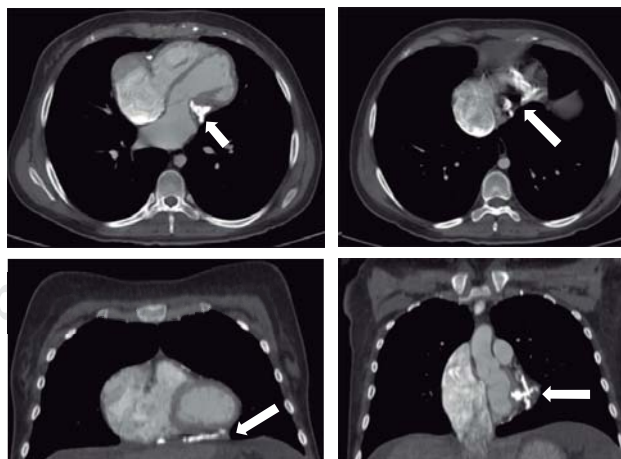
Tomografía de tórax complementaria a la de abdomen para corroborar la presencia de calcificaciones pericárdicas; las dos imágenes superiores en plano axial y las dos inferiores en plano coronal.
